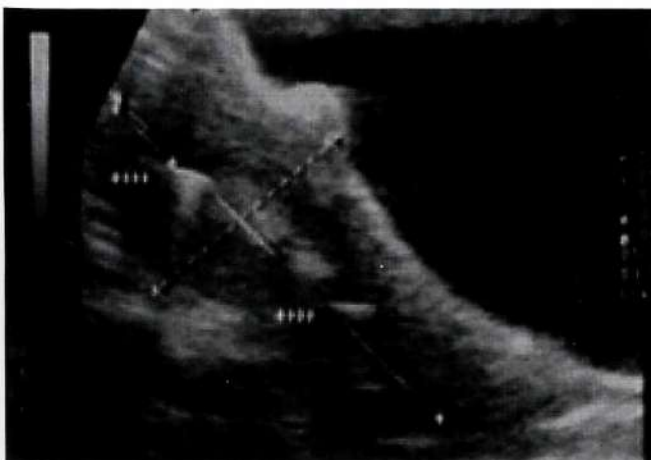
Corte sagital de ecografía transabdominal de útero con deformidad en cara anterior y cavidad endometrial ocupada por DIU (Tcu).
